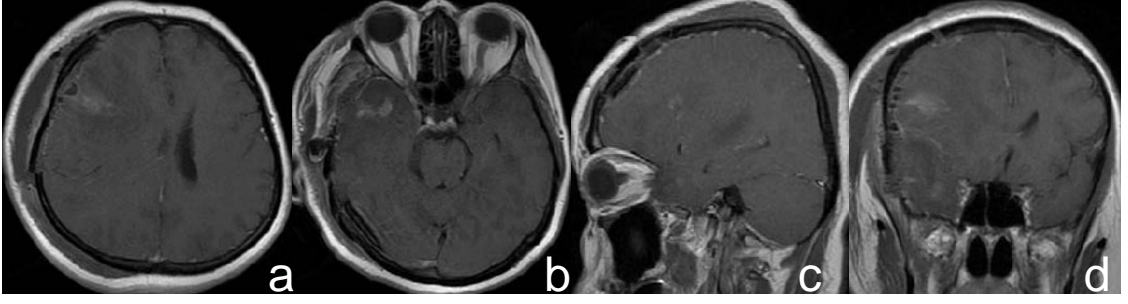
Serebral MRG a) Axial kontrastlı kesit; sağ frontal bölgede kitle, b) Axial kontrastlı kesit; sağ temporal bölgede kitle görünümü, c) Sagittal kontrastlı kesit, d) Koronal kontrastlı kesit; sağ temporal polde 22x19 mm ve sağ frontal lobda 18x15 mm boyutta, her ikisinin de etrafında ciddi ödem etkisi bulunan nodüler konfigürasyonlu, santrali nekrotik kitle görünümü.
